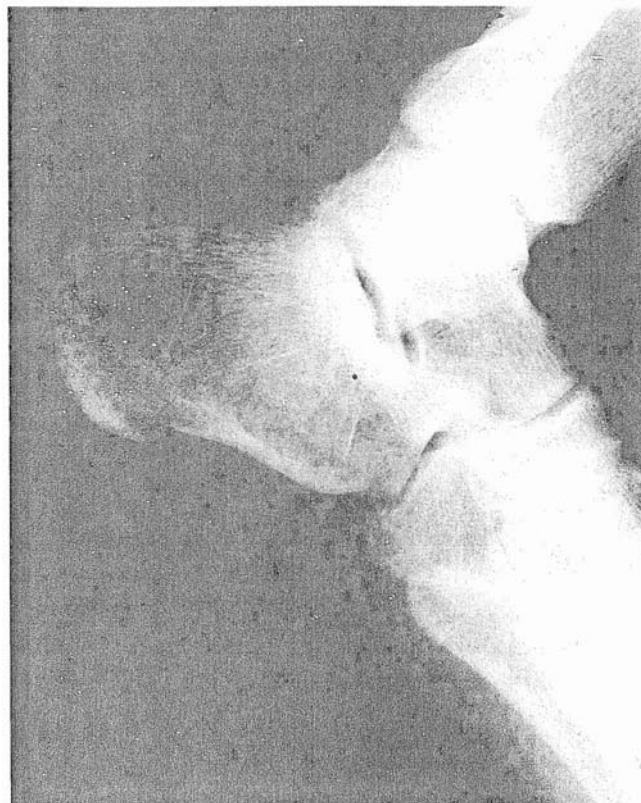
Radiografía lateral a los dos años de evolución.
